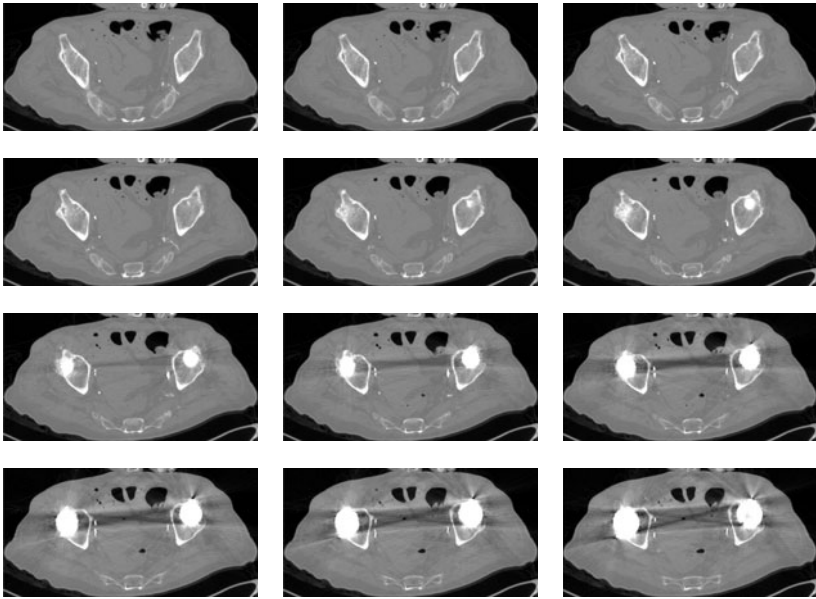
Reale CT-Aufnahmen in der Hüftregion eines Körperspenders mit zwei Hüftimplantaten. Die Schichten zeigen verschiedene Körperbereiche entlang der axialen Richtung (WL=0 HU, WW=2000 HU), (in Anlehnung an [Kra12b]).
